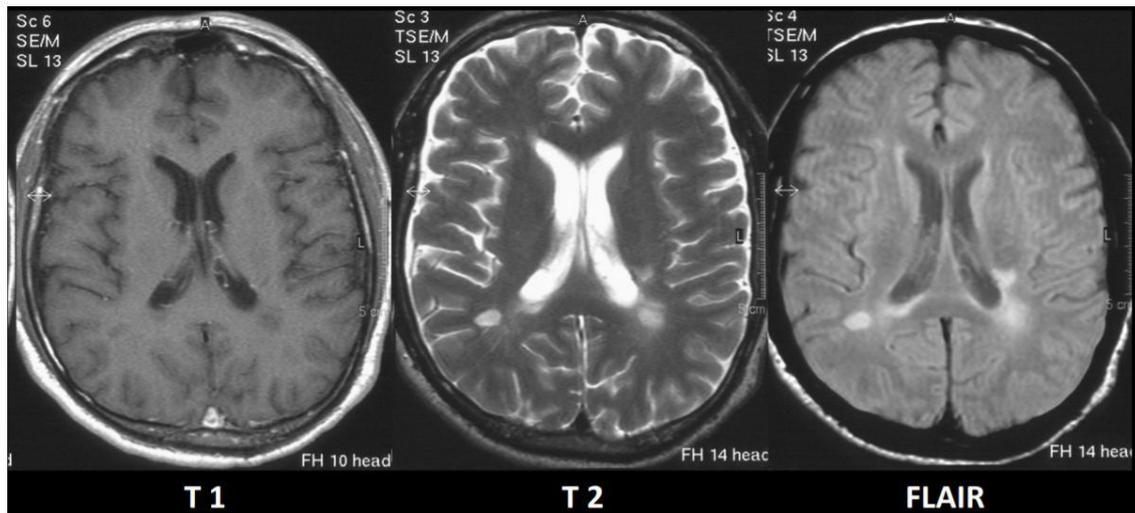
3 images d'un même patient montrant l'aspect des lésions cérébrales d'une sclérose en plaque, en IRM sur les trois types de séquences .
